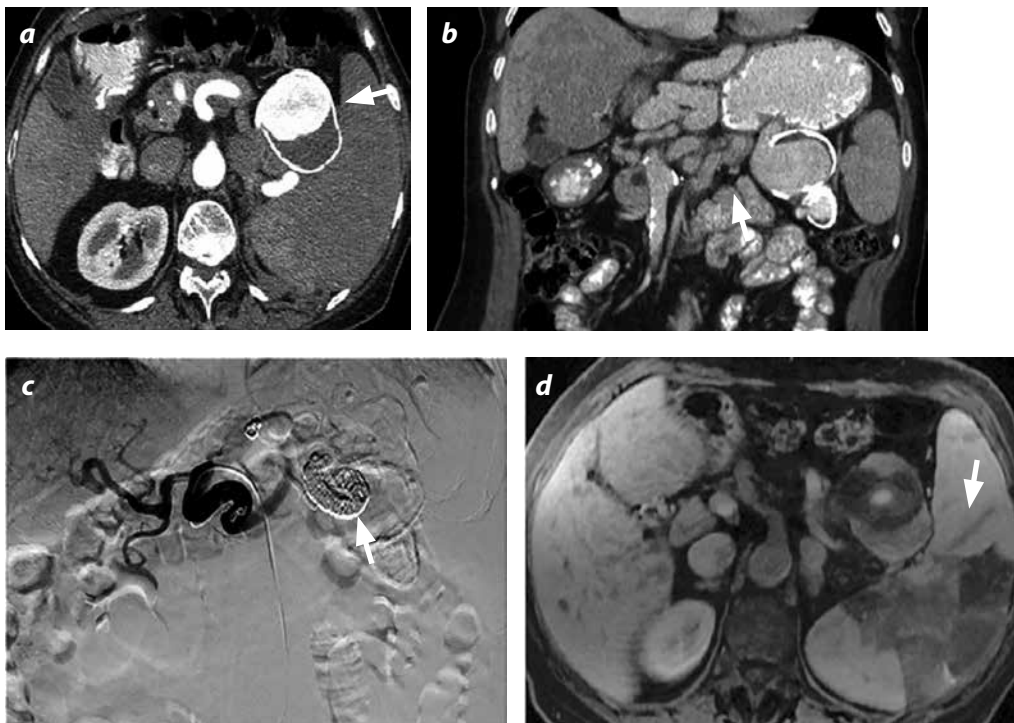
Mujer de 60 años de edad, con cirrosis secundaria a hepatitis B. TAC con medio de contraste. a) Axial. b) Coronal. Várices esplenogástricas con aneurisma de la arteria esplénica. c) Arteriografía convencional con sustracción digital: embolización satisfactoria de la arteria esplénica con un espiral. d) RM con información T1W fatsat, corte axial con medio de contraste (Primovist®) demuestra el área con infarto y trombosis del aneurisma.
